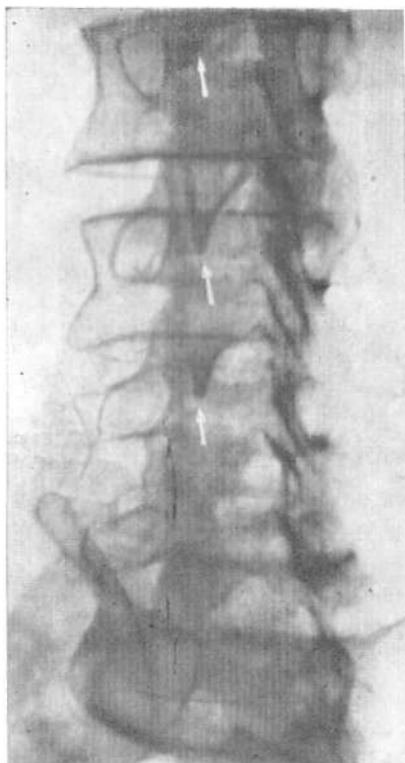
Суставы дужек анкилозированы, начало формирования «скобок» (рентгенограмма в $\frac{3}{4}$).
